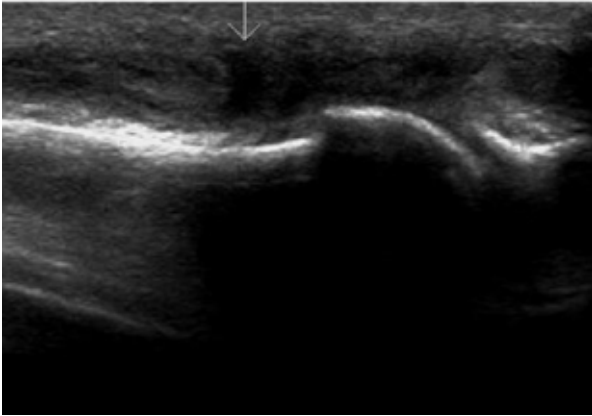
We found the defect of the extensor hallucis longus (arrow) in sonograph.
